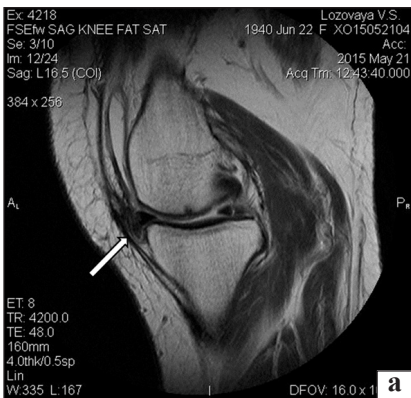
МРТ-сканы больной Л.: а) рубцово-фиброзные изменения в переднем отделе коленного сустава; б, в) состояние после резекции внутреннего мениска, множественные субхондральные эрозии
